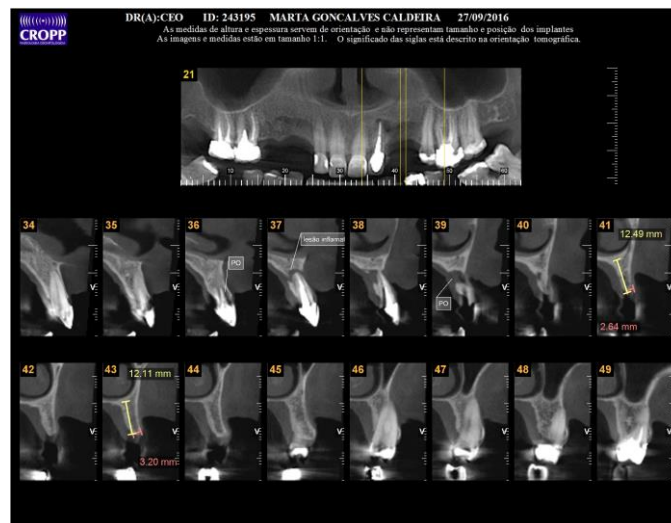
Tomografia inicial
